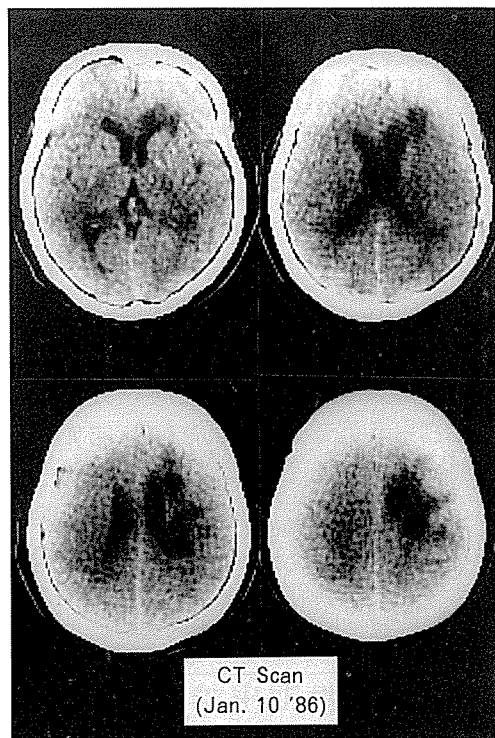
CT (右前頭葉から頭頂葉にかけての皮質下領域を中心に低吸収域が見られる)
